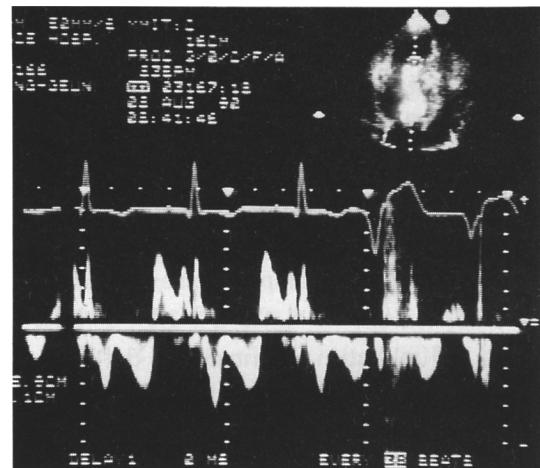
Pulsed wave doppler recording at the level of obstruction.
